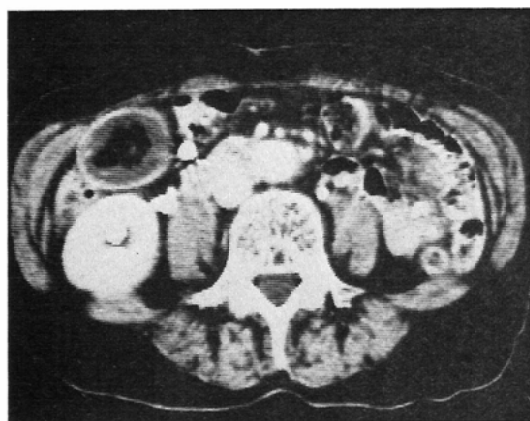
Case 6. Abdominal CT. Gas containing gallstone is clearly demonstrated anterior to the right kidney.
